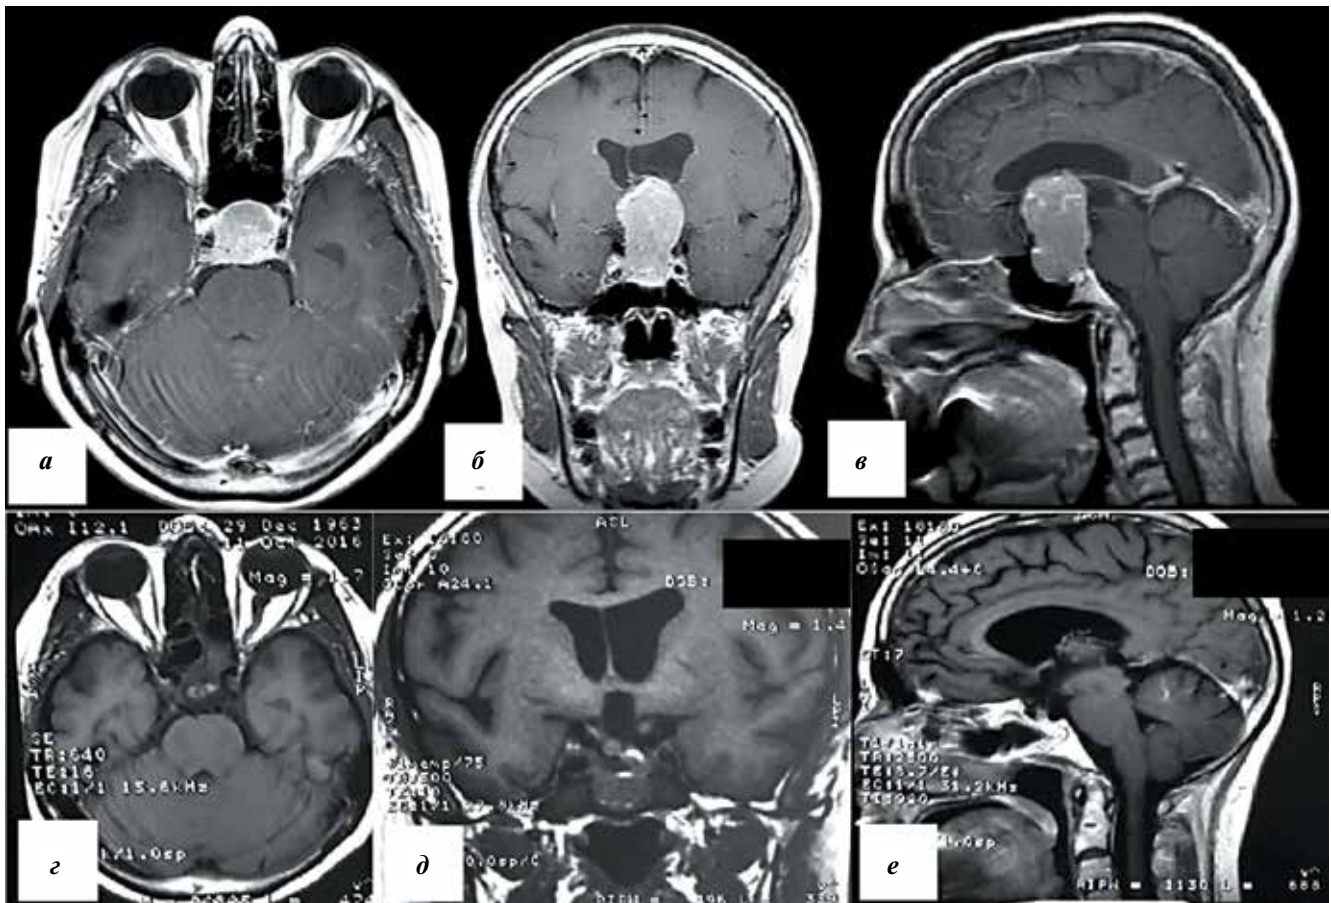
Магнитно-резонансная томография пациентки № 10 в T1-режиме: а–в — до операции, аксиальная (а), коронарная (б), сагиттальная (в) проекции; г–е — через 4 мес после операции, аксиальная (г), коронарная (д), сагиттальная (е) проекции
